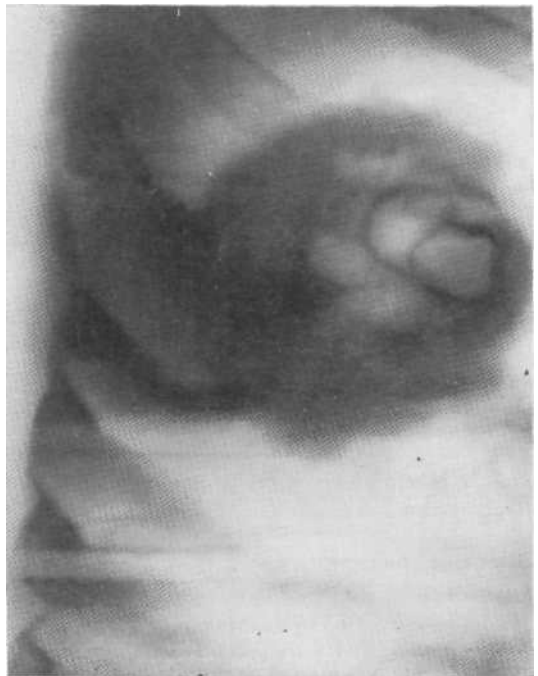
Томограмма в боковой проекции. Периферический рак с распадом (более 8 см). Наружные контуры очерченные, бугристые и лучистые. Операция.
